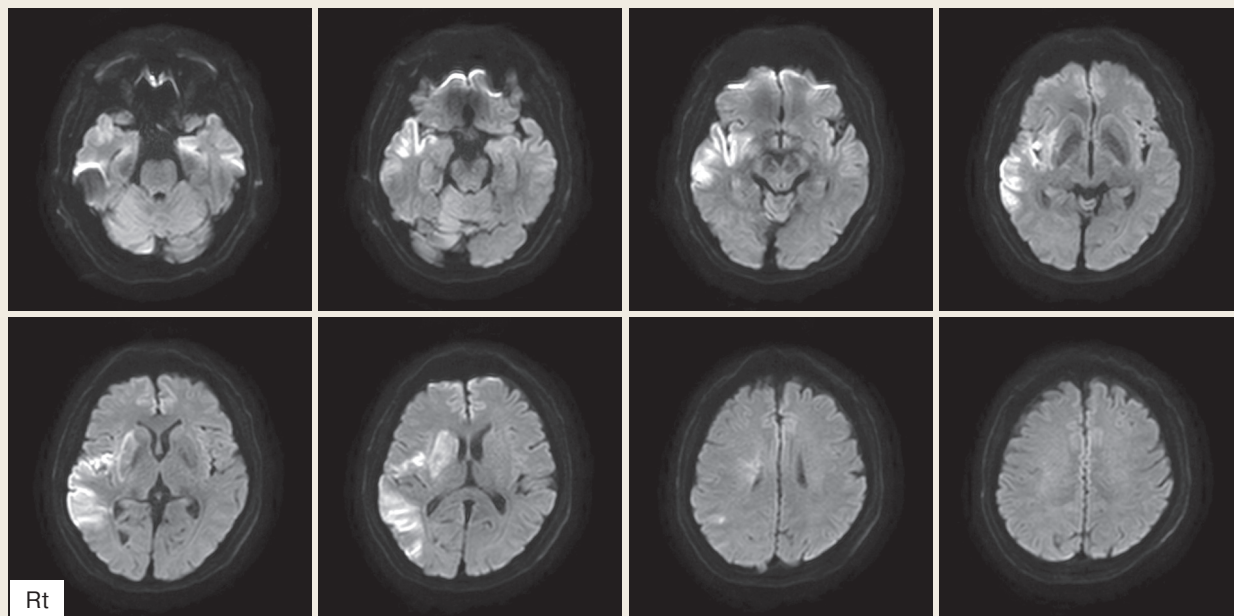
Initial brain MRI showing multiple acute infarctions scattered within the right middle cerebral artery territory
